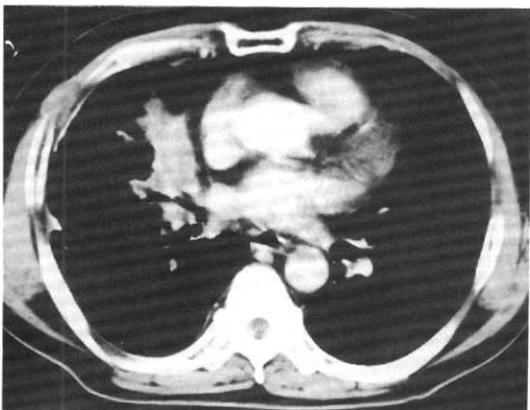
Chest CT scan shows a mass and atelectasis in the medial segment of right middle lobe.
